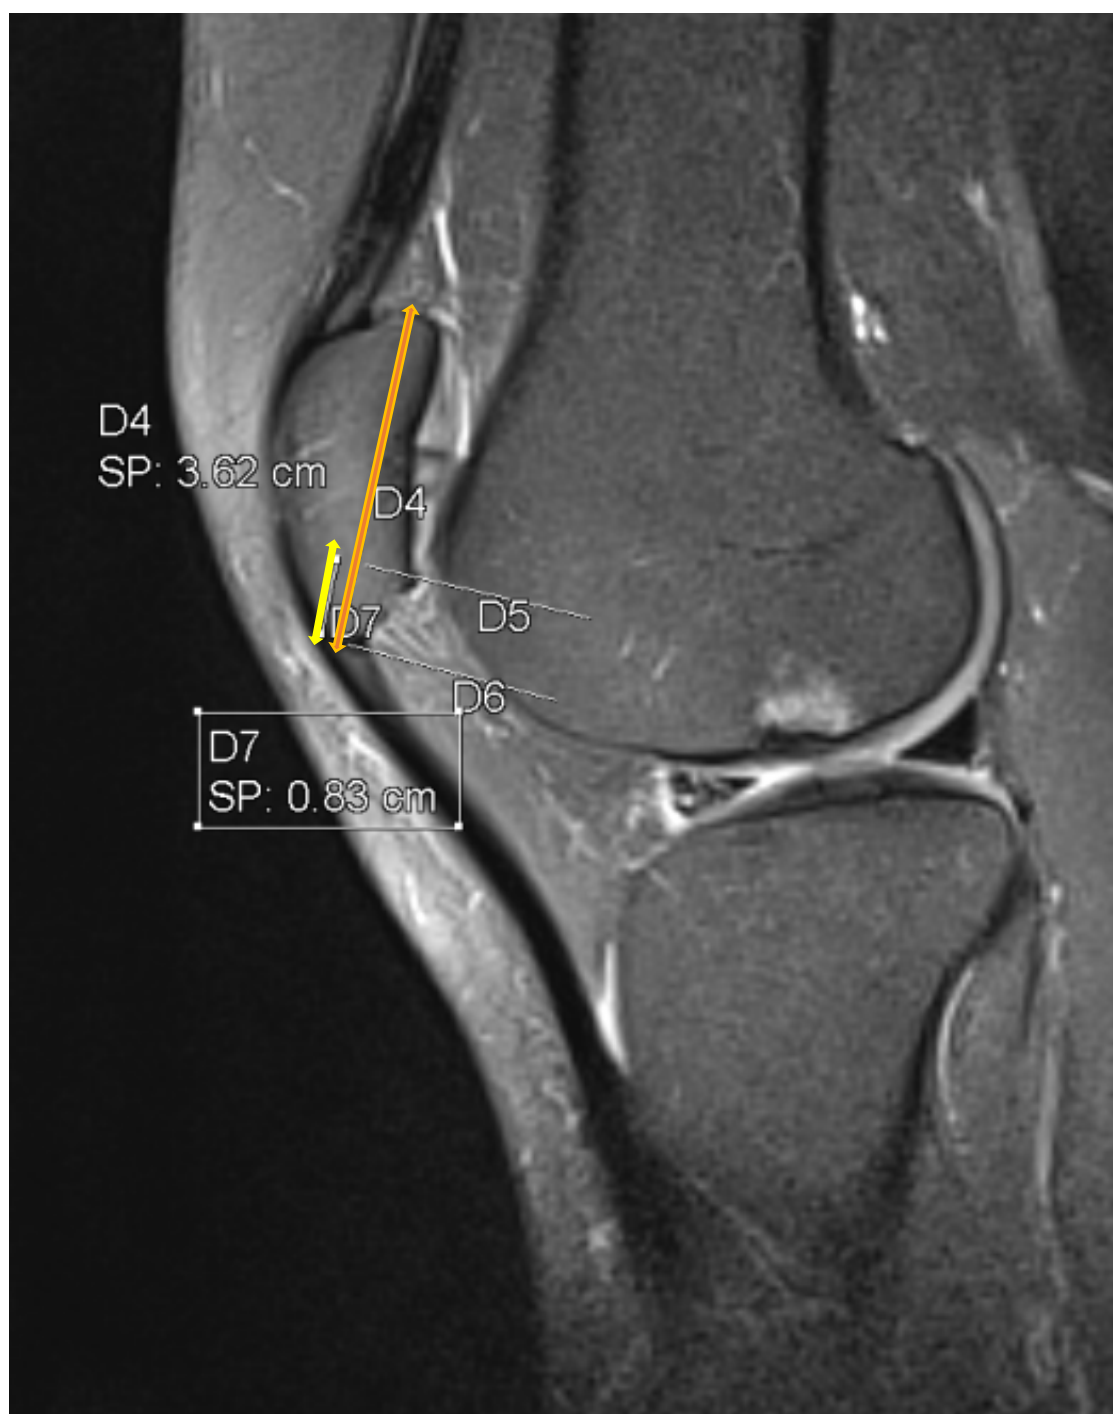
IRM du genou en coupe sagittale : $NP/P = 0,23$
